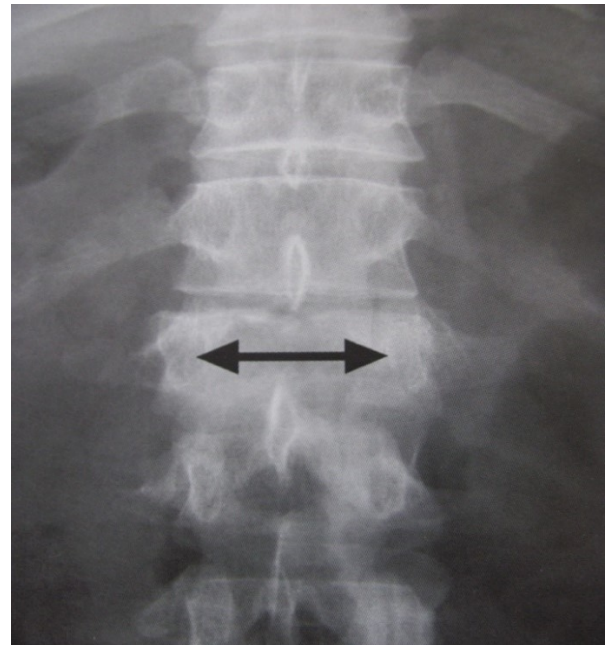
Рентгенограма у прямій проекції.
